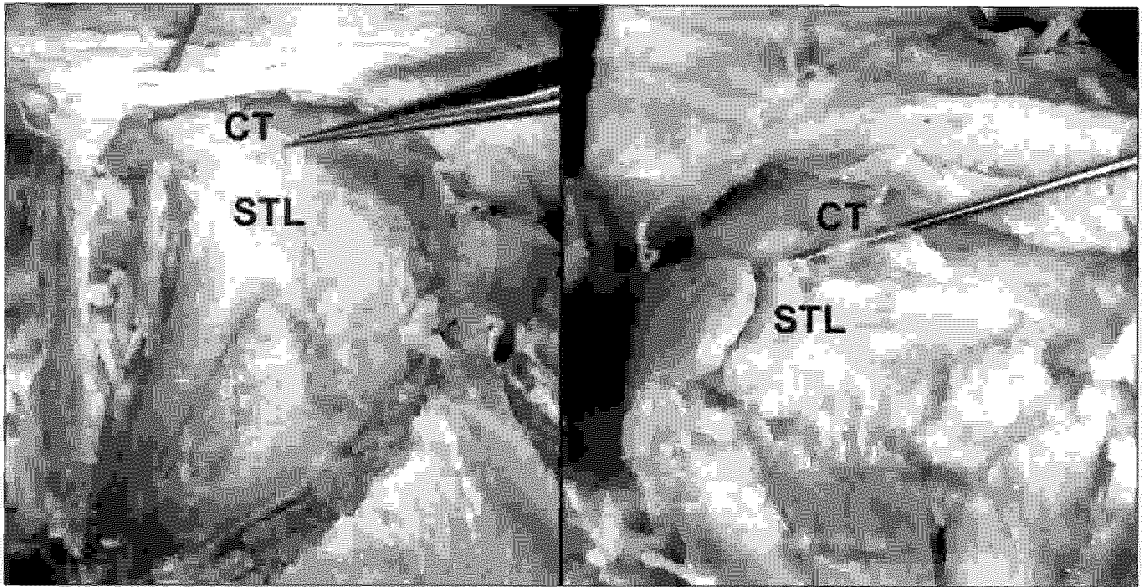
눈꺼풀올림근과 눈확가로막의 위치 관계. 눈확가로막의 깊은 층은 눈꺼풀올림근의 윗면으로 계속되어 올라와 위가로인대까지 닿아 있었으며(왼쪽), 위가로인대에 닿아 있는 결합조직 섬유를 보여주고 있다(오른쪽). CT: 결합조직, STL: 위가로인대
